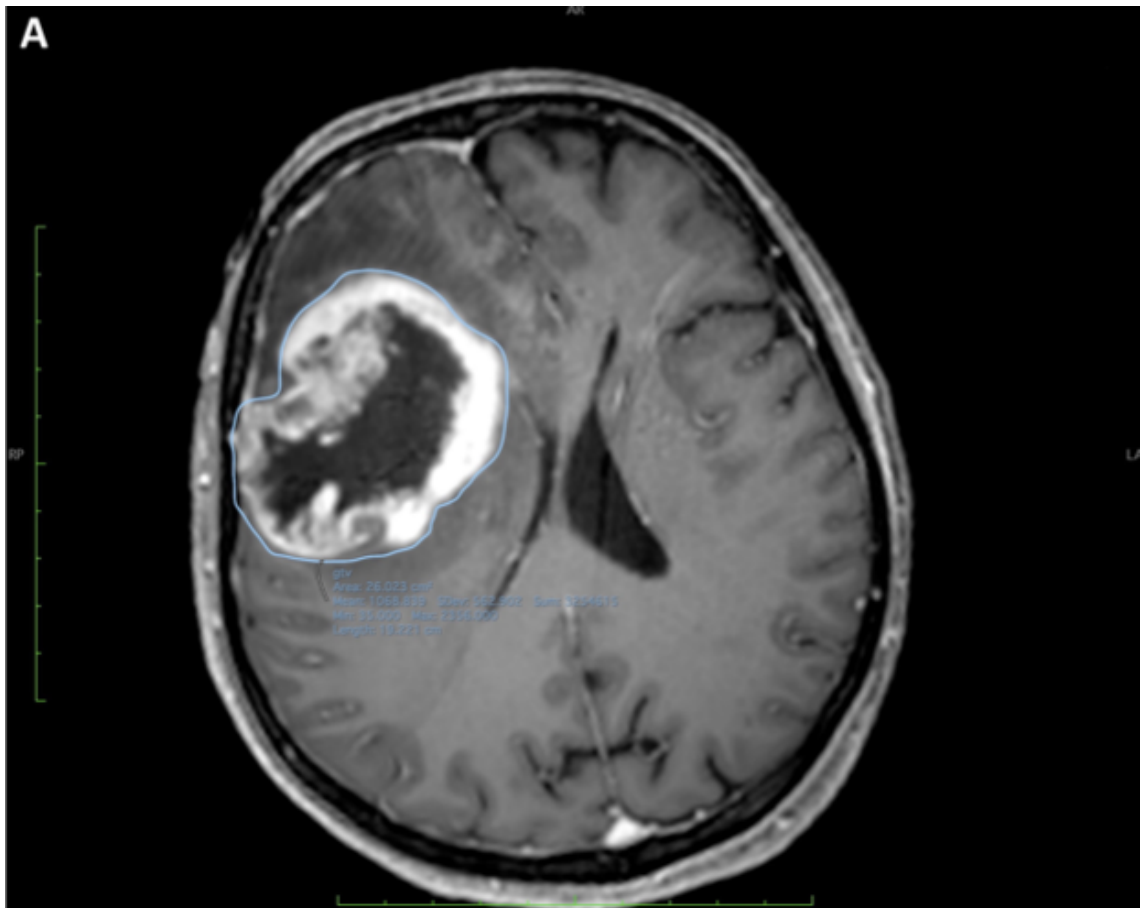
immagine RM di una donna di 59 anni a cui è stato diagnosticato un GBM
